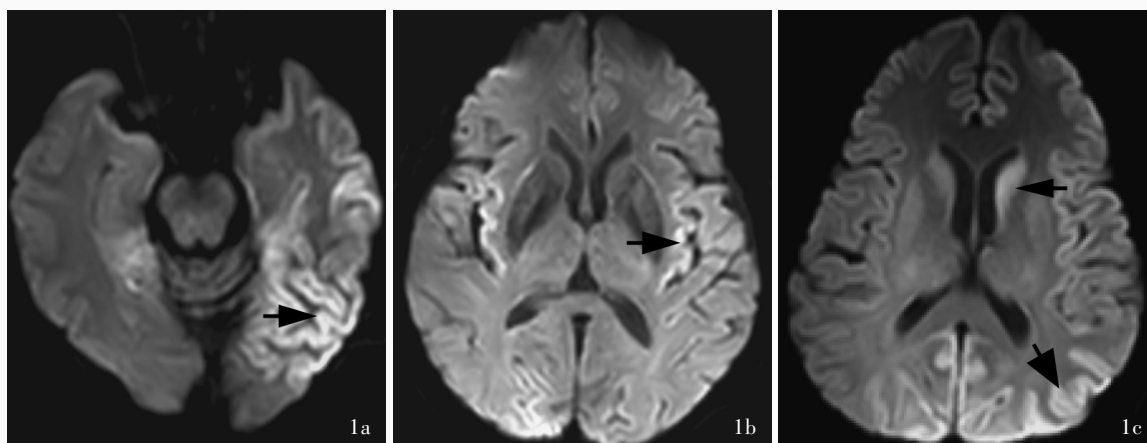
散发型克-雅病患者头部MRI检查所见 1a 横断面DWI显示沿左侧颞枕叶皮质条带状高信号影(箭头所示),呈“花边征” 1b 横断面DWI显示沿双侧颞岛叶及右枕叶皮质条带状高信号影(箭头所示),呈“花边征” 1c 横断面DWI显示沿双侧枕叶皮质高信号影(粗箭头所示),呈“花边征”;双侧尾状核头高信号影,以左侧为著(细箭头所示)
